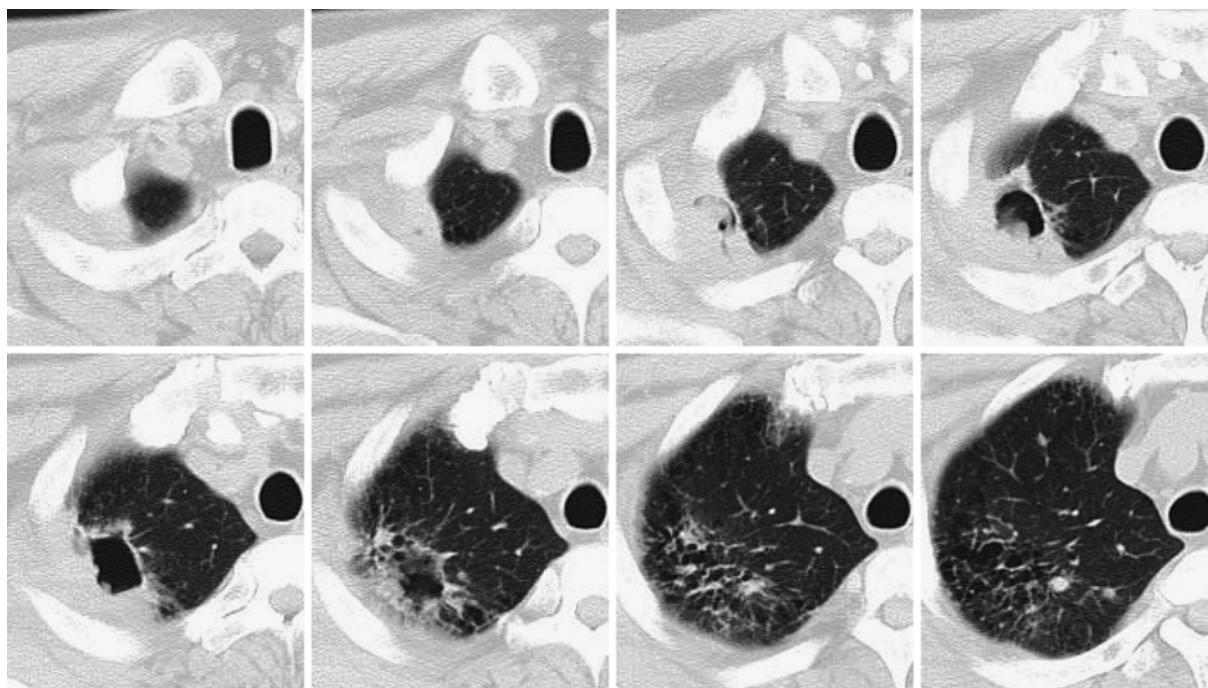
Chest CT-scanning on admission showing thin-walled cavities surrounded by small nodules in the right upper lung field.
